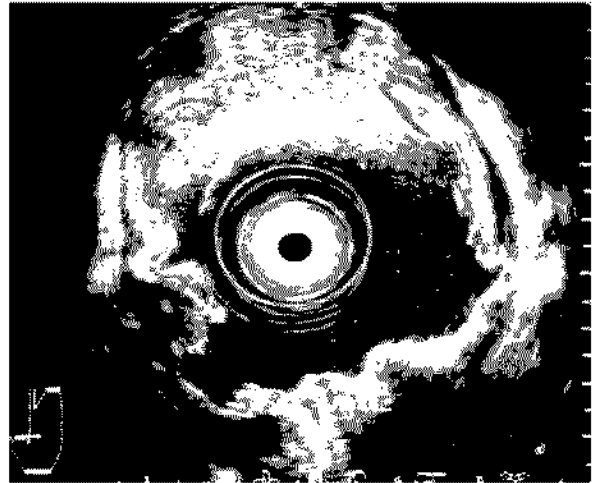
Slightly elevated lesion that has thickened third and fourth layers with central ulcer at angle is showed in endoscopic ultrasonography. Mass invade and compress serosa. There is no evidence of perigastric lymph node enlargement.
